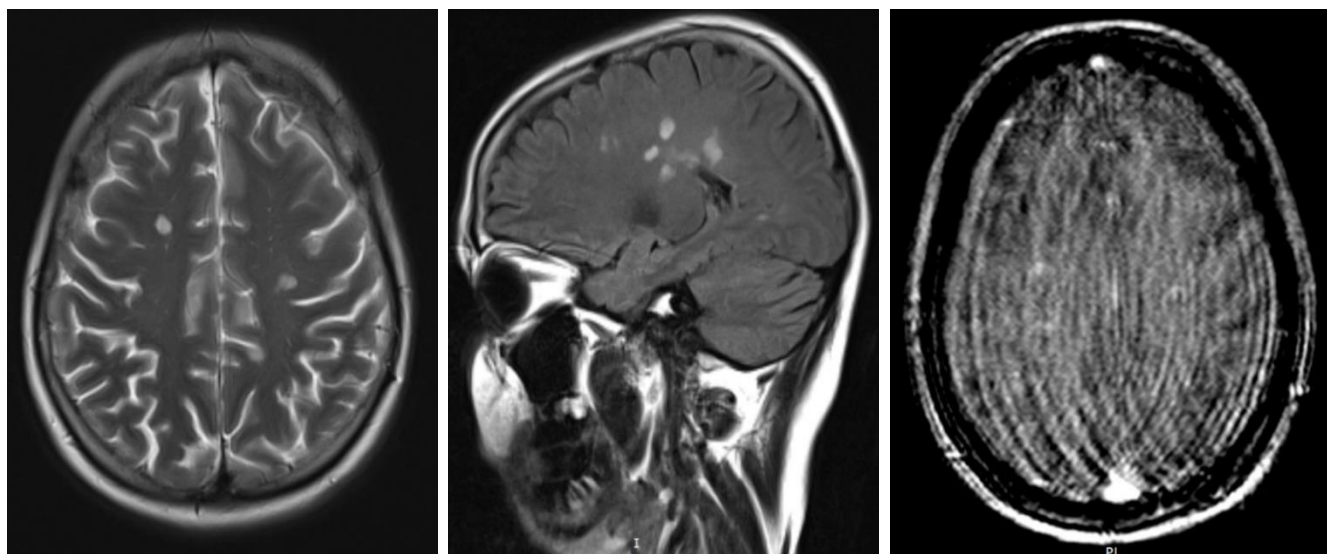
№13. МРТ головного мозга с контрастным усилением от 2016г. Слева направо: T2, T2, T1 с КУ
